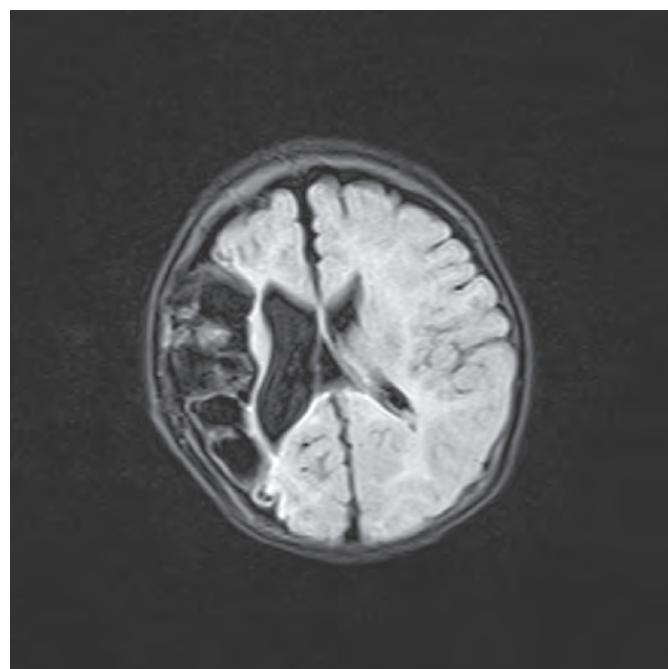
MRI mozga - hiperintenzivni signal u TI vremenu pokazuje cističnu encefalomalaciju.
